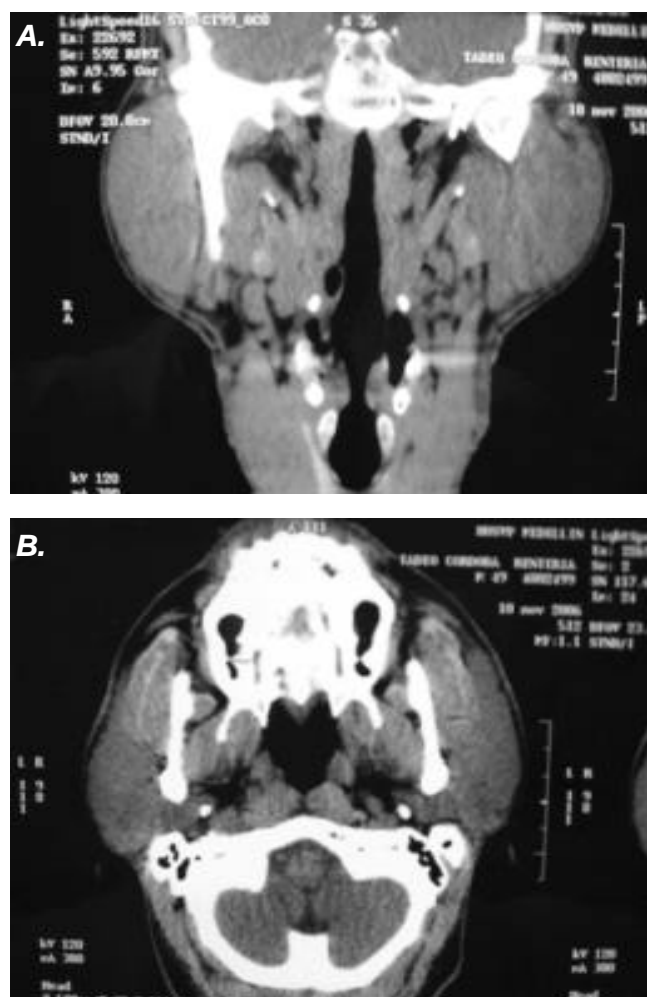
TAC simple y contrastado de cuello. Gran crecimiento bilateral de parótidas. A. Corte coronal B. Corte axial
